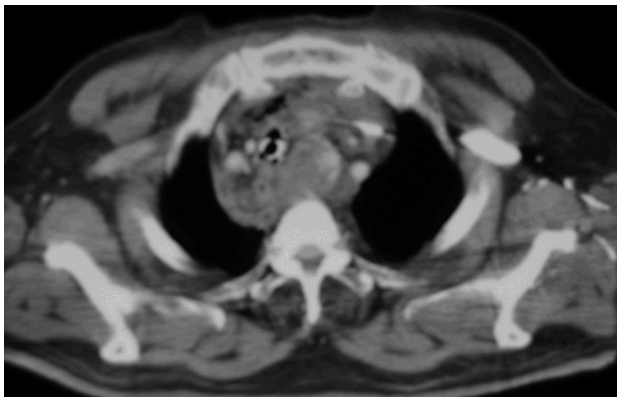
Tomografía computarizada de tórax que evidencia desestructuración mediastínica.
